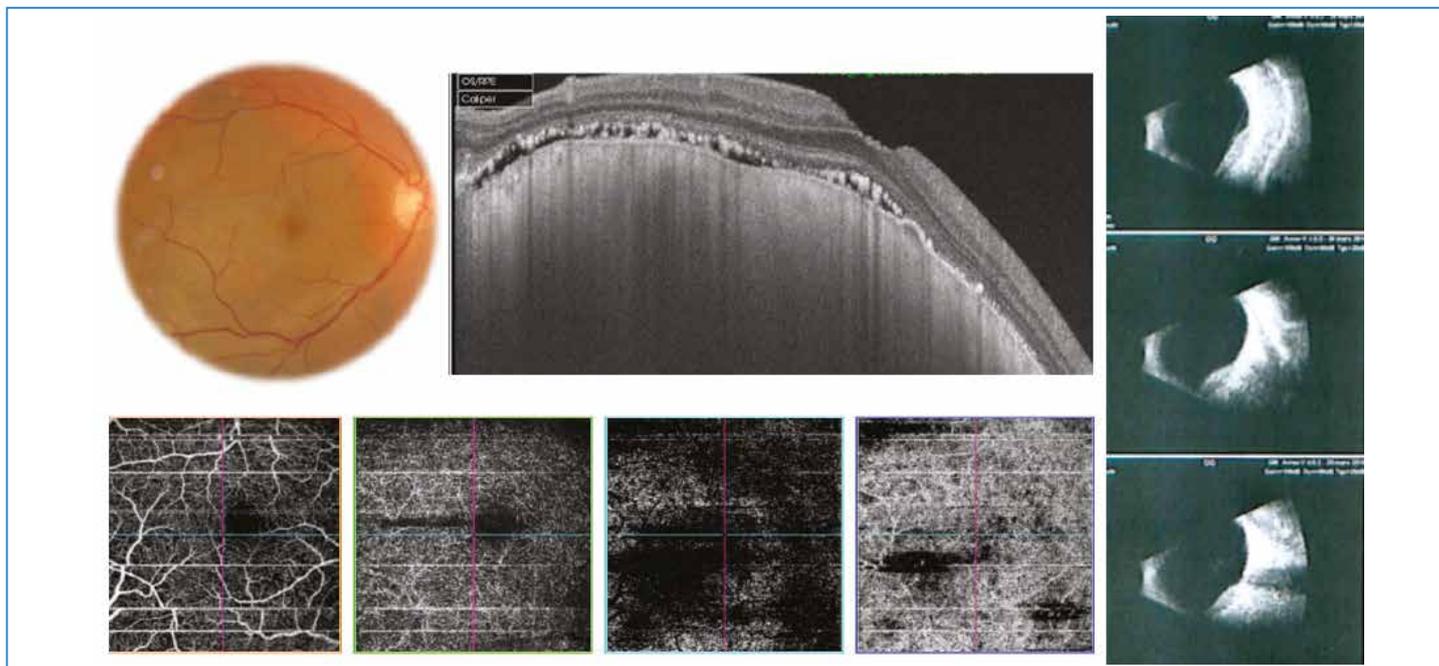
Mélanome diffus de très grande taille englobant la quasi-totalité du pôle postérieur. En rétinophotographie : lésion pigmentée peu saillante très large avec présence de pigment orange en surface. En OCT : associé au bombement dû à la lésion choroïdienne, présence d'un DSR et de photorécepteurs "shaggy". Disparition de la choriocapillaire. En écho B : lésion étendue, plane. Présence d'un cône d'ombre. Effet masque dû au pigment en OCT angiographie. La vascularisation intralésionnelle n'est pas identifiée sur ces clichés en raison de cet effet masque (Image d'échographie Dr A. Cantalloube).
